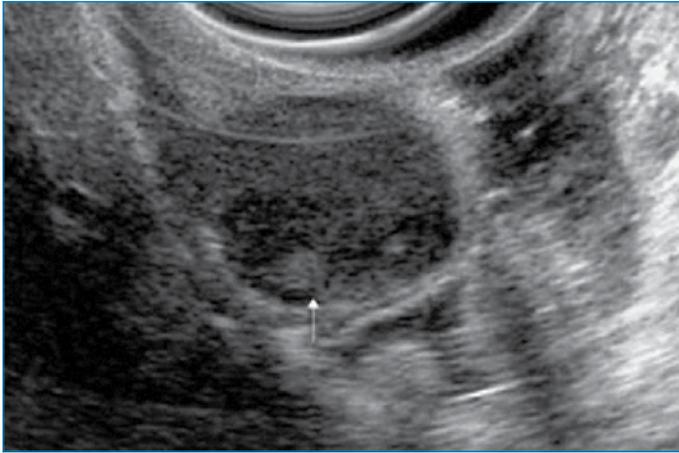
Ultrasonido endoscópico en donde se aprecia en la parte inferior (señalado con la flecha) un tumor estromal bien circunscrito, localizado en la pared gástrica.
